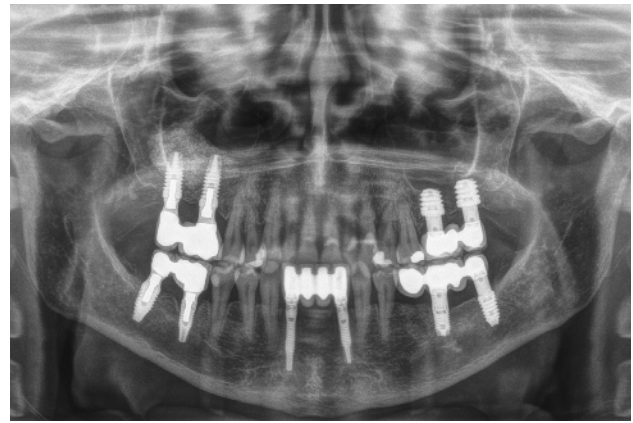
Radiografía final a los 8 años de seguimiento con estabilidad en ambas opciones terapéuticas, con la diferencia de la morbilidad de ambas técnicas y los tiempos, que se han reducido drásticamente con el uso de implantes cortos y extra-cortos para estas atrofiaciones posteriores maxilares.
